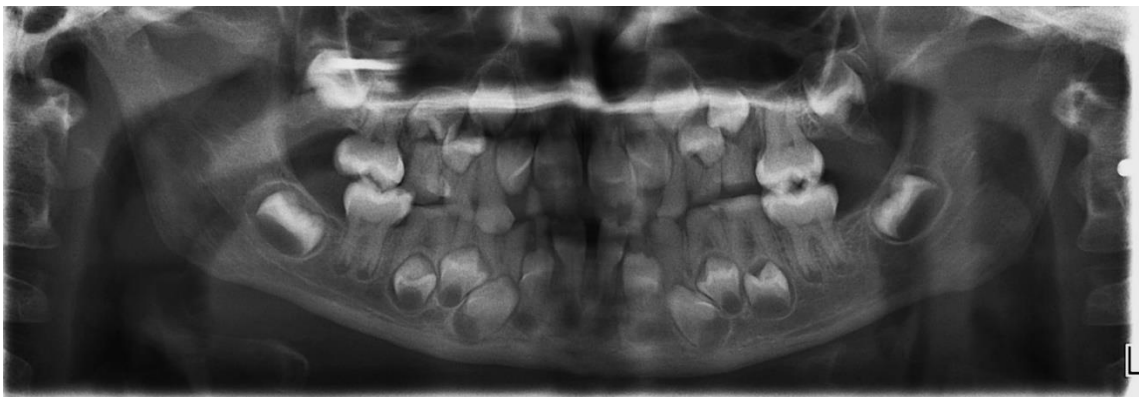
RADIOGRAPHIE PANORAMIQUE D'UNE DENTINOGENESE IMPARFAITE
